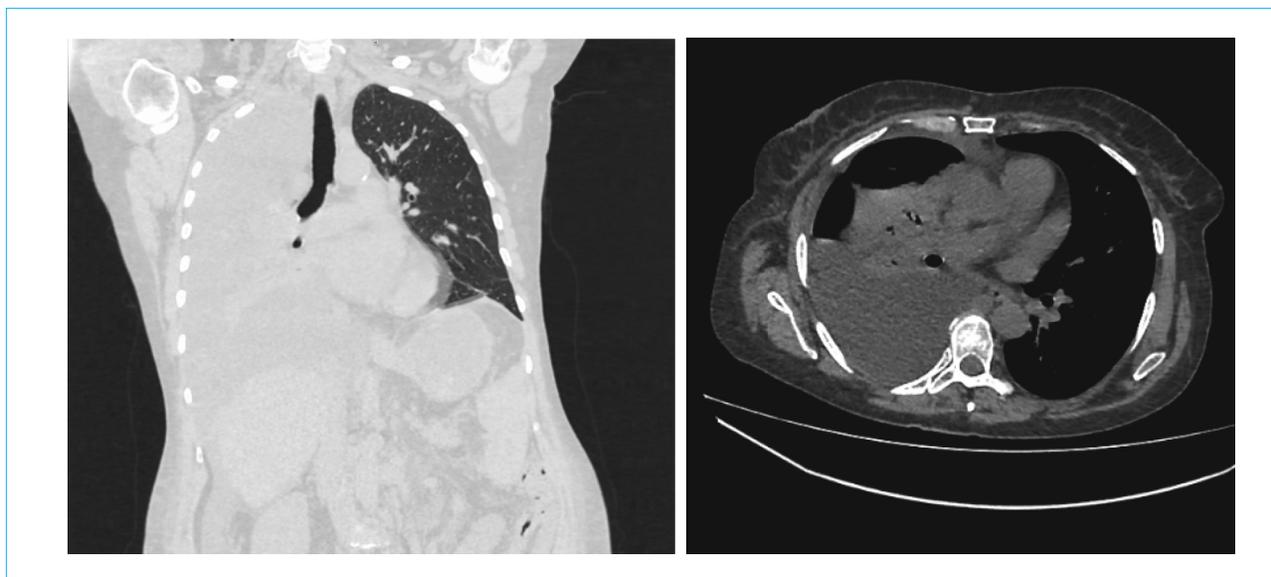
МСКТ органов грудной клетки пациентки Г. Массивный правосторонний гидроторакс: в правой плевральной полости выпот до 1300 мл, в левой плевральной полости выпот не определяется; отмечается смещение средостения в здоровую сторону; ателектаз правого легкого за счет сдавливания свободной жидкостью
